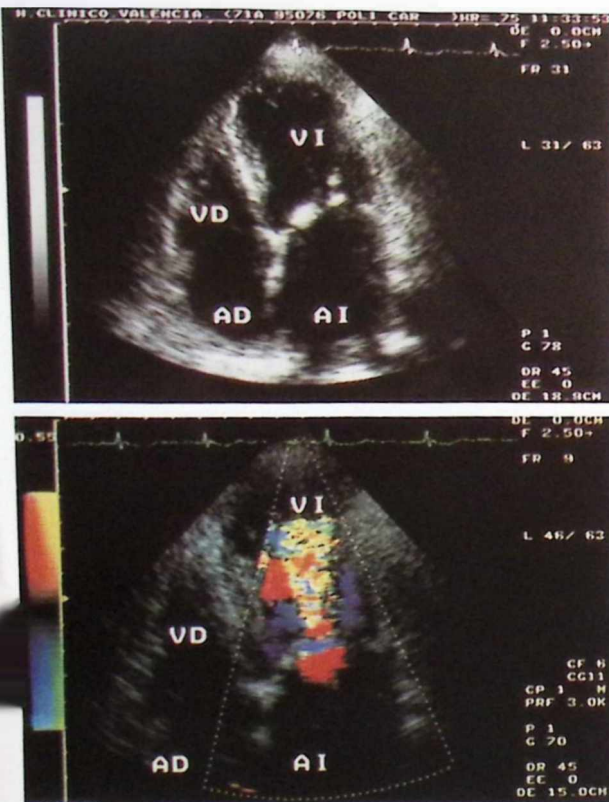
Ecocardiograma bidimensional, proyección apical de cuatro cavidades en él se aprecia imagen de estenosis mitral (arriba). Con Doppler color se aprecia turbulencia diastólica del flujo de entrada ventricular izquierdo (abajo).
